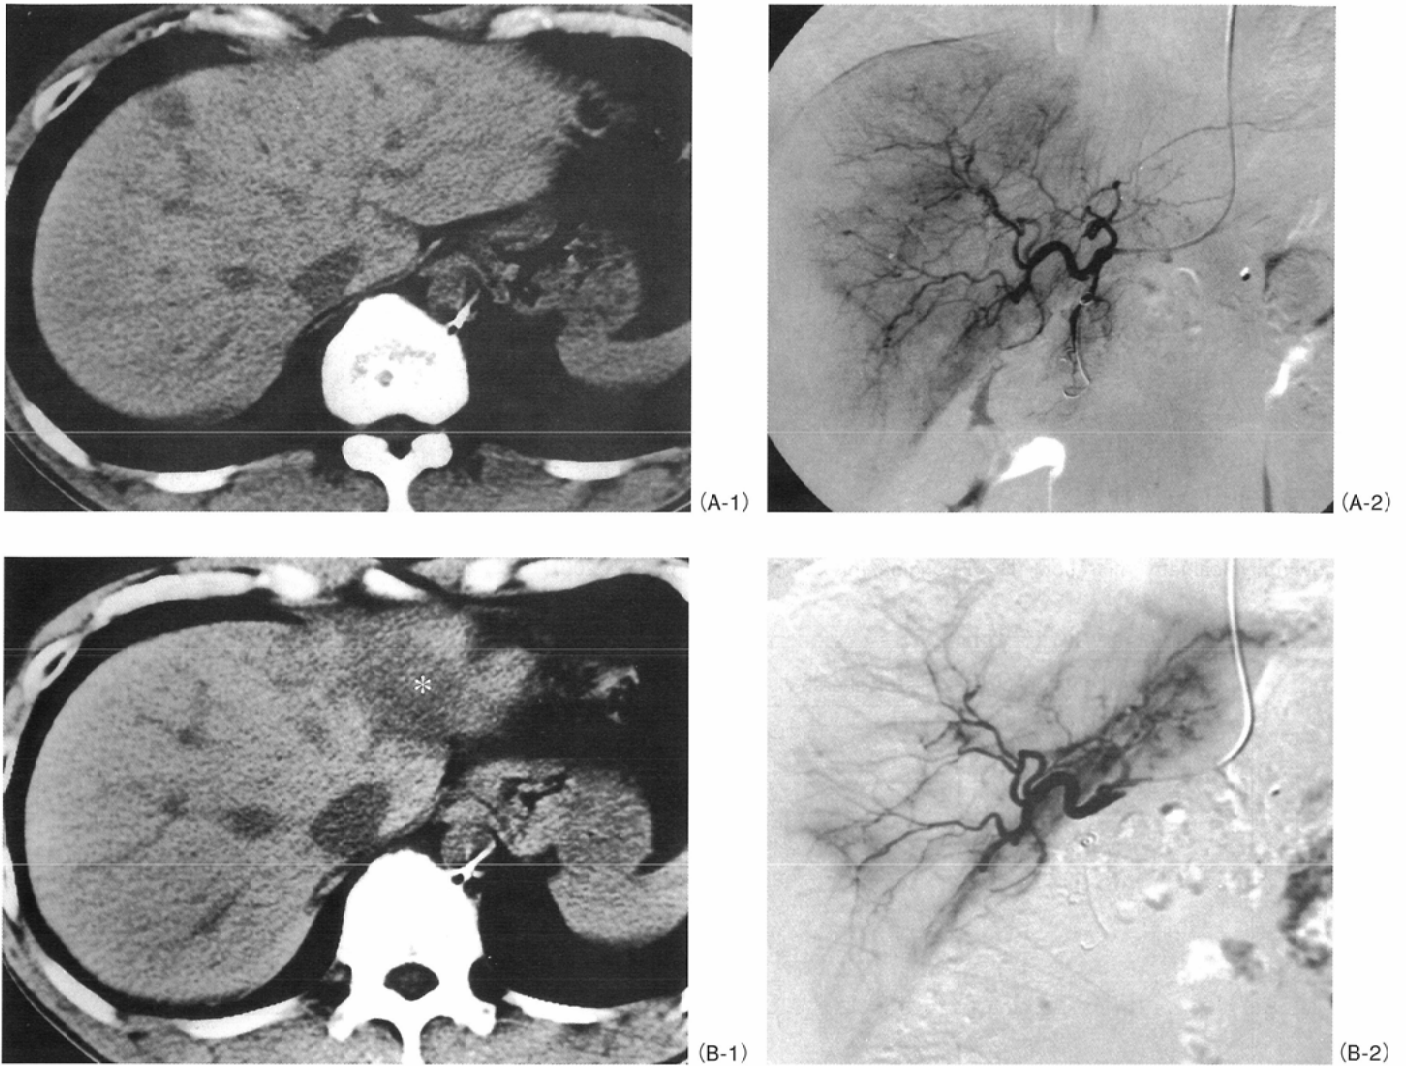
Patient 6, a 44-year-old man with atrophy of the non-tumorous lobe and wedge-shaped low attenuation area. CT image before WHF (A-1) showed normal liver, and uniform flow through the liver from the reservoir system was recognized on angiogram (A-2). After duration of 12 week of WHF (infused dose of 5-FU, 20g), atrophy of the left lobe with a wedge-shaped low attenuation area (*) was seen (B-1). On angiogram for flow check, flow to the left lobe was predominant, which was considered to show laminar flow (B-2).
